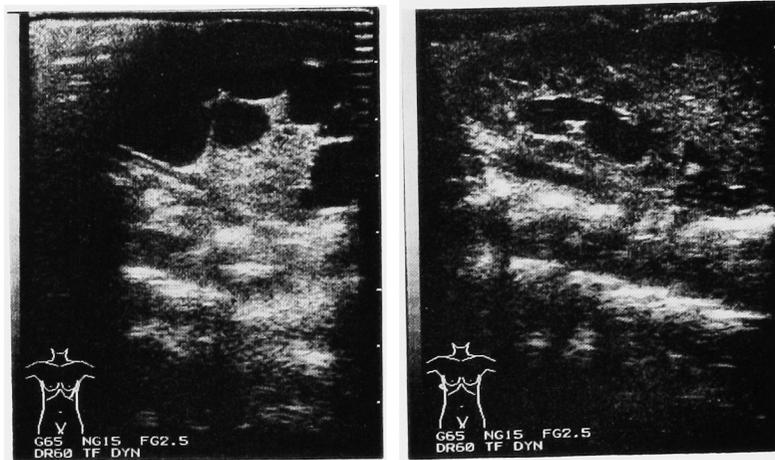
Abdominal ultrasonography showed right hydronephrosis (right) and multiple cysts in the left renal region (left) at birth.
